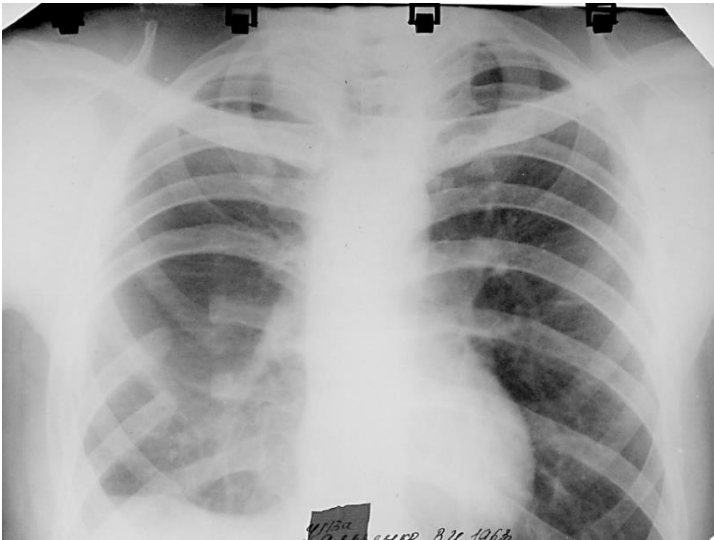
Оглядова рентгенограма хворого після оперативного втручання – плевректомії
